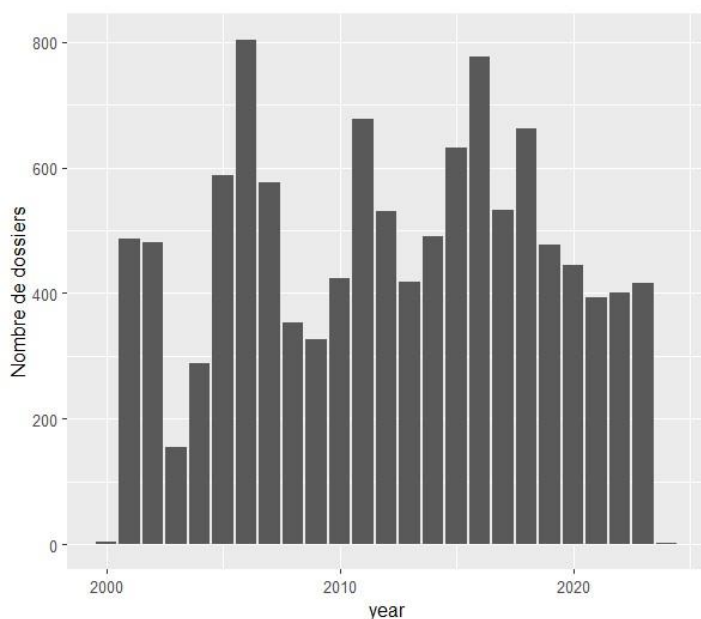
nombre d'avis CT publiés par an
